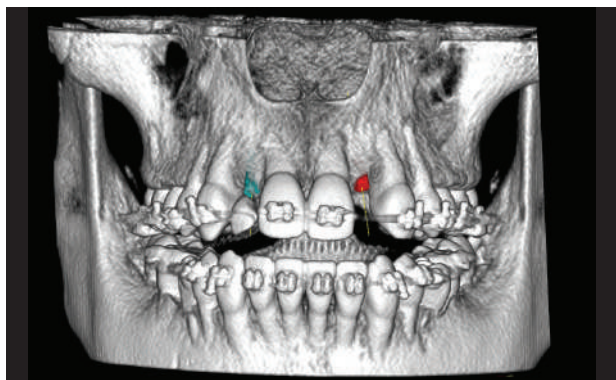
Esame CBCT alla fine del trattamento ortodontico e pianificazione implantare
